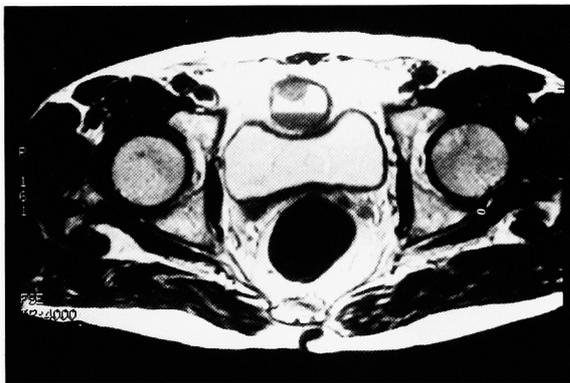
MRI (light-weighted sequence) revealed low intensity mass lesion at right distal ureter (1.5×1.5 cm, large arrow) and cystic lesion including low intensity mass lesion (2.0×2.0 cm small arrow).
